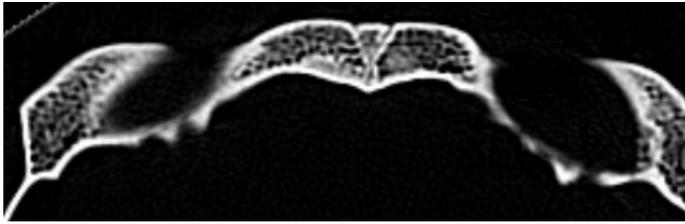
CT von Schädel Nr. 178/255. Axiale Ebene. Primäre Stirnoberfläche mit angrenzenden Knochenlamellen. Dahinter Stirnnaht.
